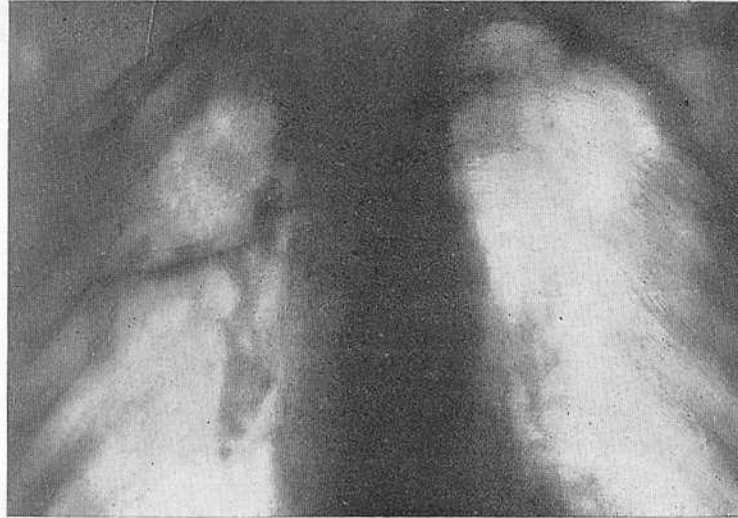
Одиночная полость с незначительной перифокальной инфильтрацией при остром абсцессе правого легкого. Томограмма.
